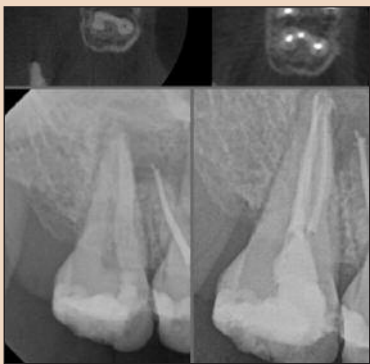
Сканы КЛКТ, демонстрирующие количество каналов. Очевидно, что тонкий перешеек у устья второго мезиально-щечного канала будет немедленно разрушен круглым файлом с фиксированной конусностью. Подобные ятрогенные проблемы регулярно возникают у стоматологов, полагающихся только на традиционные, двухмерные рентгенограммы (снимок любезно предоставлен доктором Martin Trope).
